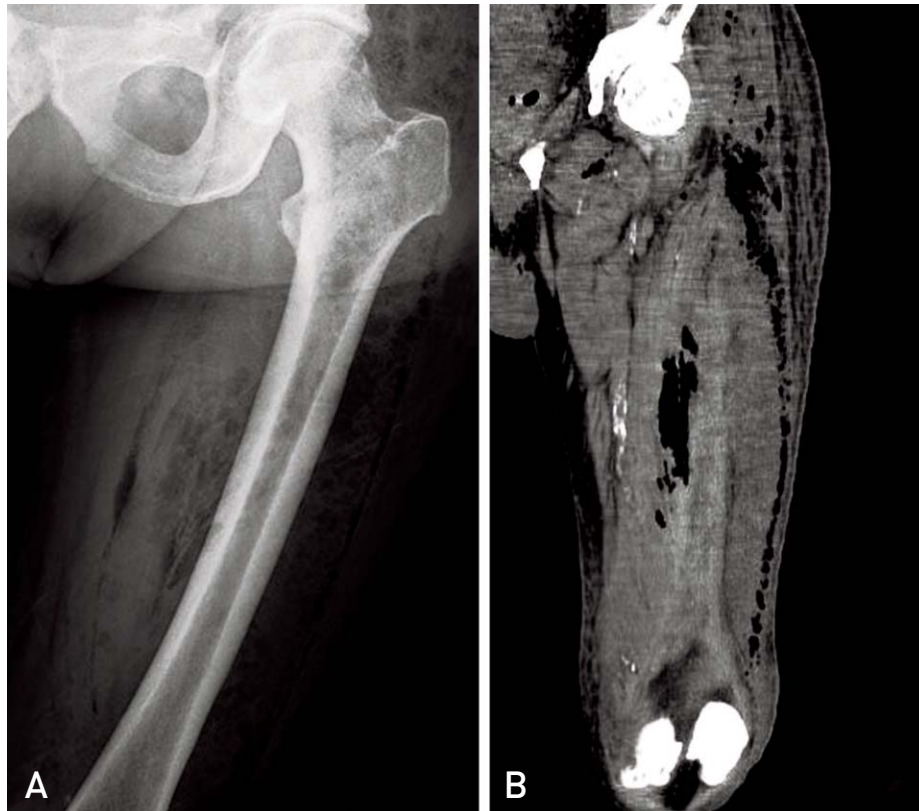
(A) An initial radiograph shows subcutaneous emphysema of the thigh. (B) CT reveals subcutaneous emphysema involving the soft tissues of the left thigh and fluid collections most compatible with abscesses.
